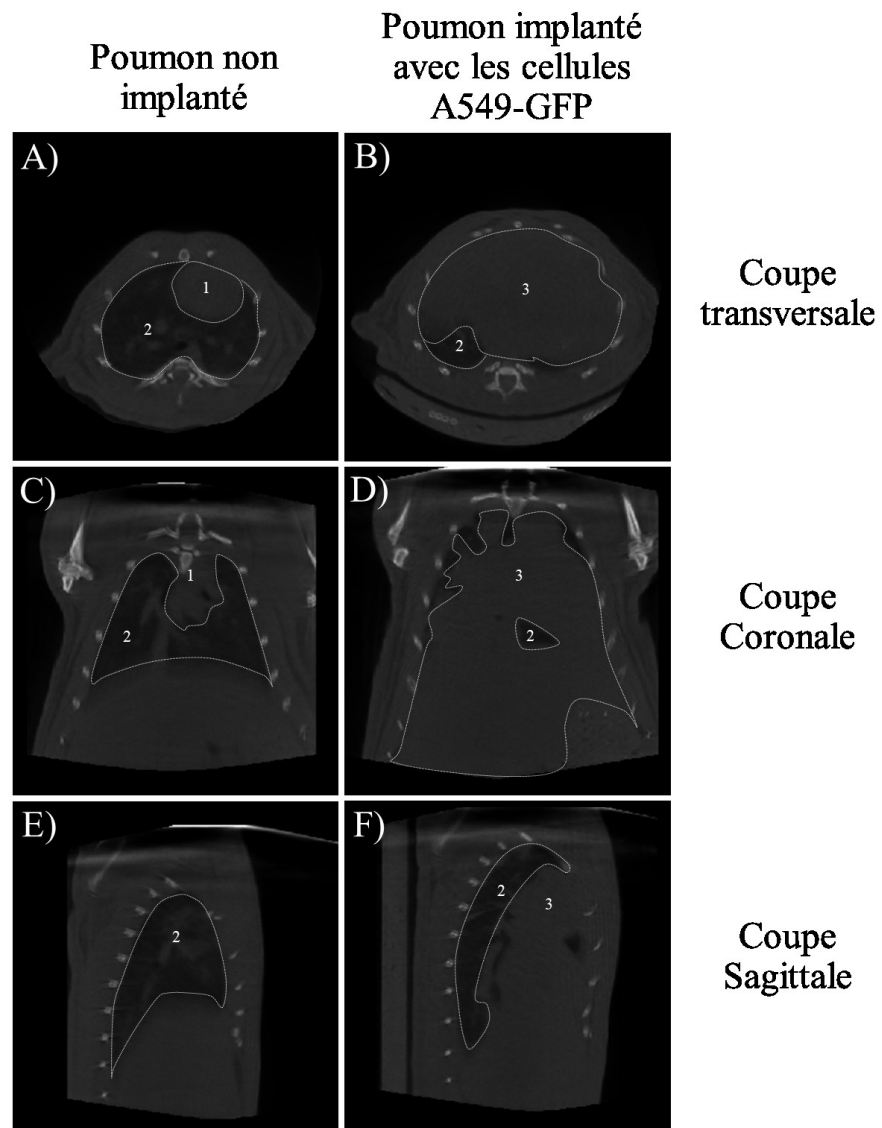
Comparaison des images TDM d'une implantation réussie et échouée
